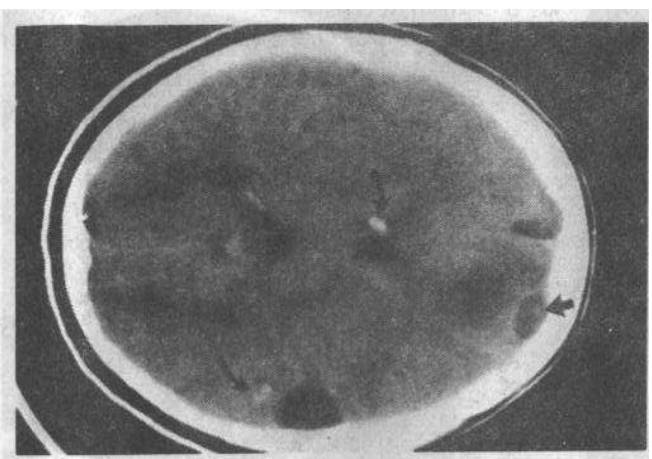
脑囊虫病。CT平扫显示不同时期的囊虫感染，额叶为活动期病变，内有头节（直箭头），周围有明显水肿，钙化的病变（弯箭头）为慢性期
